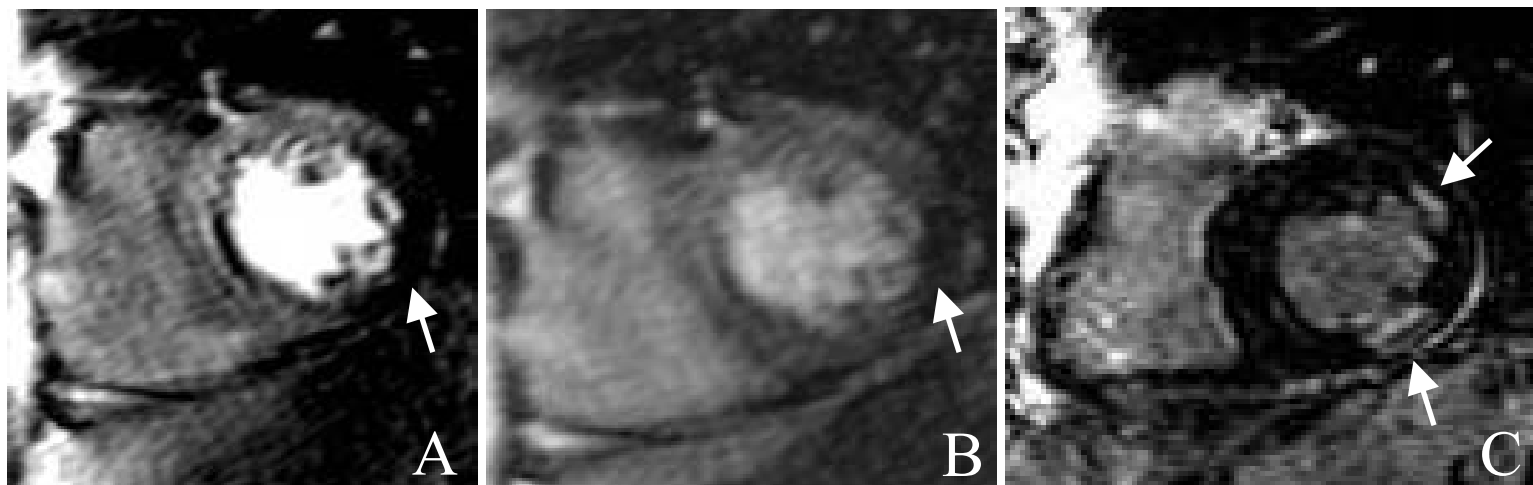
RM Cardíaca em stress (A) e repouso (B) mostrando defeito de perfusão reversível na parede infero-lateral do ventrículo esquerdo. Nas imagens de realce tardio (C) foi evidenciado também nesta região a presença de infarto subendocárdico, com viabilidade preservada.
